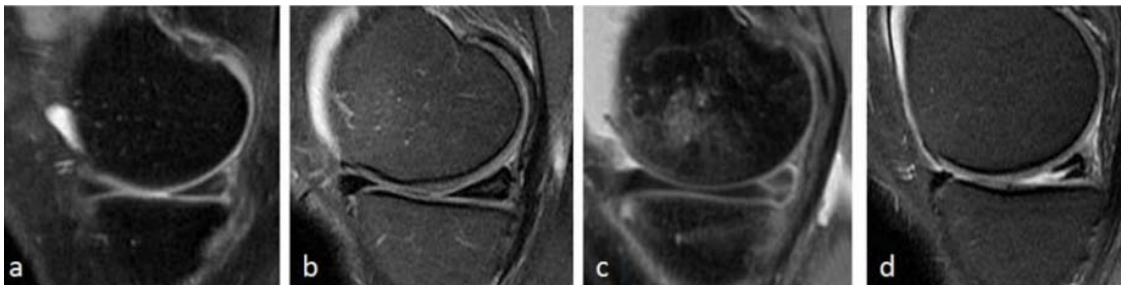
IRM en coupes sagittales DP FATSAT. Représentation IRM de la classification de stoller. a: grade 1. b: grade 2. c: grade 3. d: grade 3
